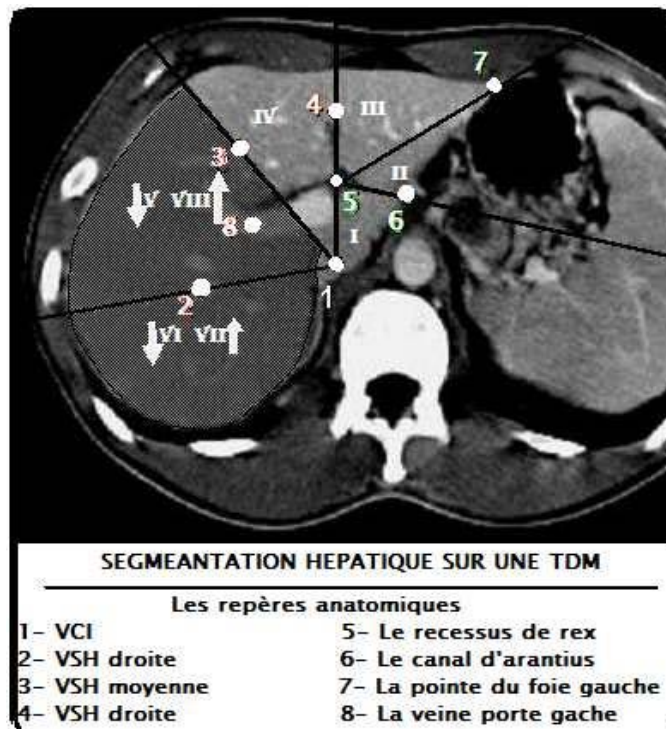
Segmentation hépatique sur une TDM [14].
